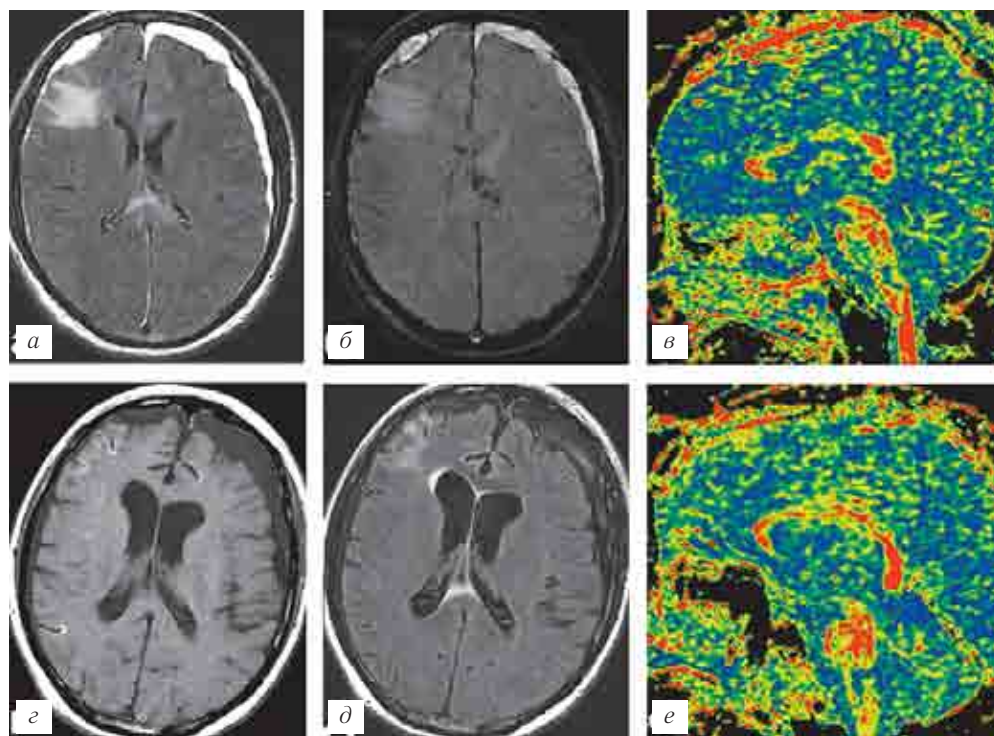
МРТ пациента 39 лет с ДАП и исходом в вегетативное состояние, смерть через 7 мес после травмы. Первое исследование: в режиме T2-FLAIR (а) и режиме 3D GRE (б) определяются повреждения мозолистого тела с микрогеморрагиями, очаг ушиба в правой лобной доле, небольшие субдуральные гематомы; на карте ФА в сагиттальной проекции (в) — диффузное снижение фракционной анизотропии в мозолистом теле. При втором исследовании (55 сут) выявляется расширение желудочков, сохраняются участки изменения МР-сигнала от полушарий и мозолистого тела, двусторонние гидромы (Т1 МРТ — г, T2-FLAIR — д), на карте ФА (е) — диффузная атрофия МТ, снижение фракционной анизотропии.
